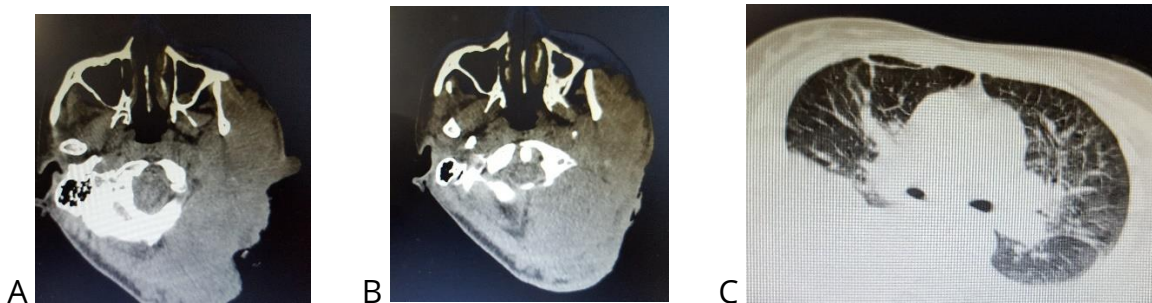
Tomografía computada simple. - Diversos aspectos de la rápida evolución de la lesión hacia la muerte, con compromiso cervical y pleural. A: Base de cráneo y cuello demostrando el edema y la invasión de todos los planos del cuello; B: A nivel de la columna cervical media la lesión se ha extendido; C: compromiso infiltrativo de la pleura derecha.
